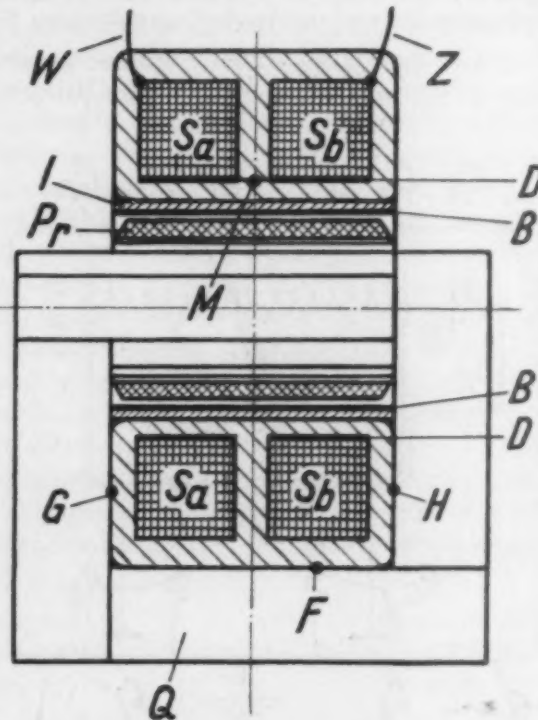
Röntgentransformator. Die untersten Lagen D der beiden Sekundärspulen S_a und S_b und der leitende Innenbelag B des Isolierrohres bilden einen Kondensator von der Kapazität C_m . Die Außenflächen der Spulen S_a und S_b bilden mit den Flächen F und G bzw. H des geerdeten Eisenkerns und dem nicht dargestellten Transformatorgehäuse je einen Kondensator von der Kapazität C_p .
